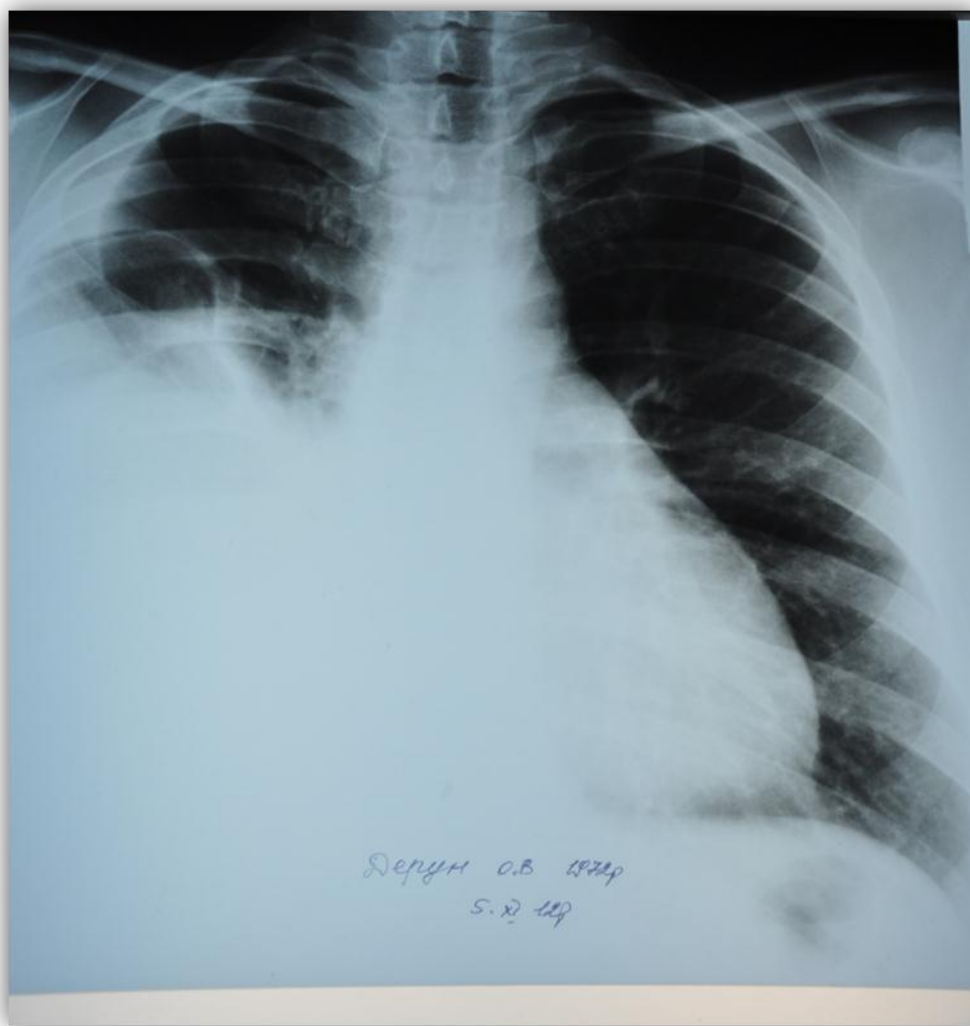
Оглядова рентгенографія органів грудної клітки хворої Д., у якої наявна внутрішня панкреато-плевральною норицею.
